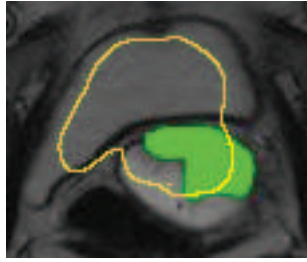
Imagem segmentada com 87% de sensibilidade na PET e CT (traço amarelo) sobre a imagem de MRI
